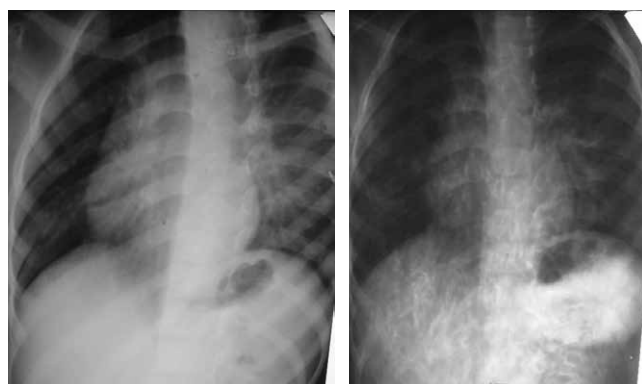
Рентгенологічне обстеження у віддаленому періоді за 4 роки після операції
